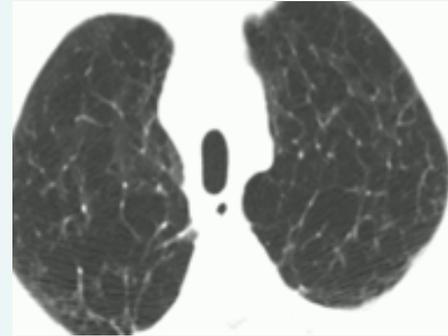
Coupe axiale TDM en fenêtre parenchymateuse montrant une trachée en lame de sabre.
